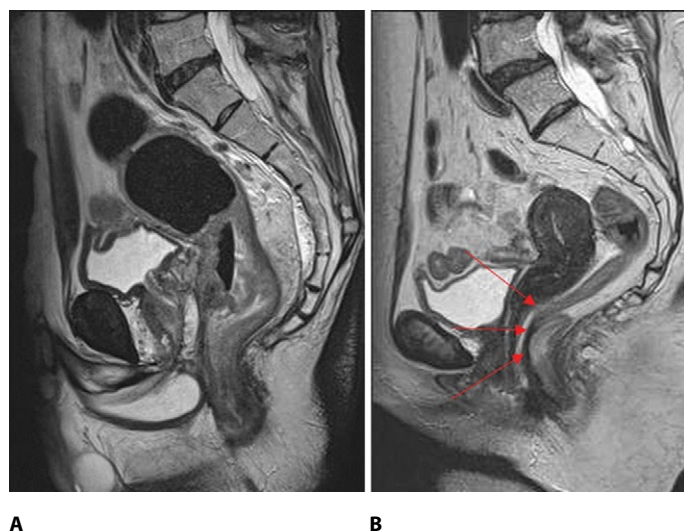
Результаты магнитно-резонансной томографии при раке прямой кишки. А – до лечения; В – после химиолучевой терапии (красная стрелка указывает на плотный фиброзный рубец с низкой интенсивностью сигнала)
